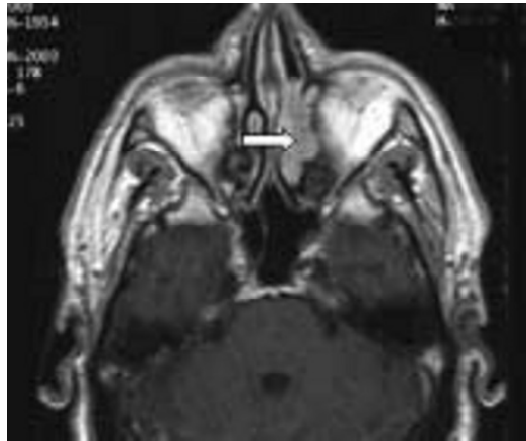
B: Coupe IRM axiale pondérée spin écho T1 après gadolinium[13]
